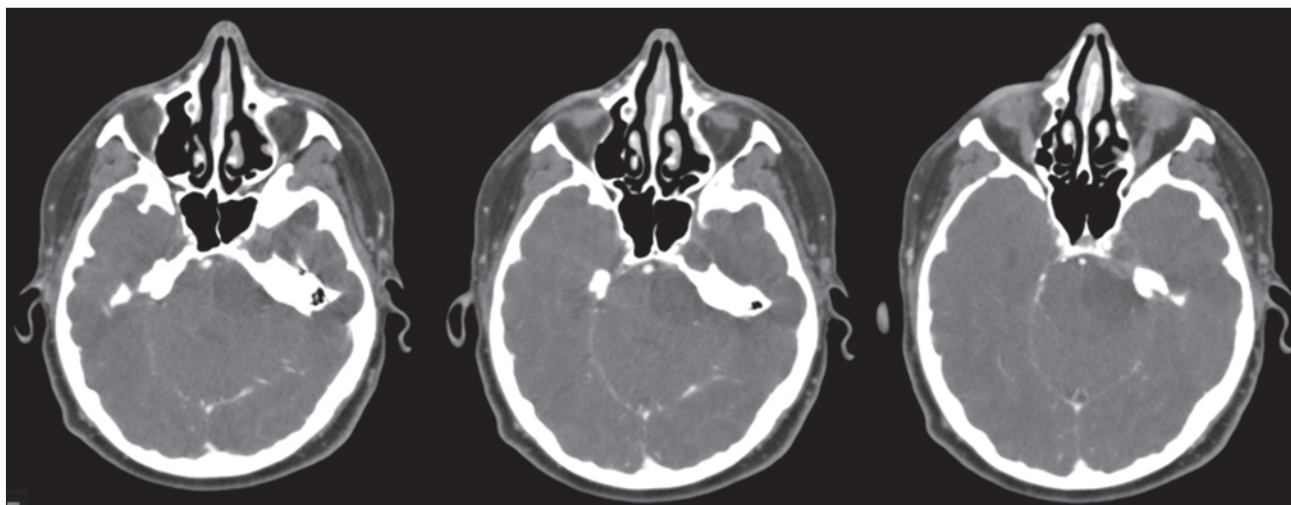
КТ-ангіографія до операції, аксіальна проекція. Гіподенсивне утворення в ділянці лівого мостомозочкового кута та у медіальній частині середньої черепної ямки. Візуалізується близьке розташування базилярної артерії
